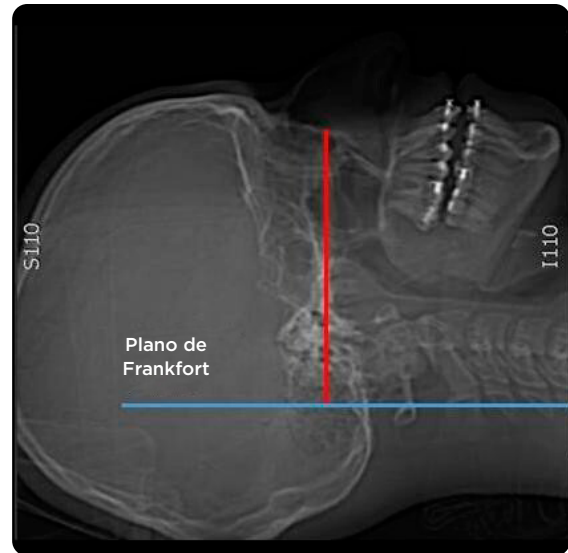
Protocolo especial de TC para la planificación quirúrgica de anomalías dentofaciales. Explorador esquemático del plano de Frankfort y el área de exploración sugerida.
